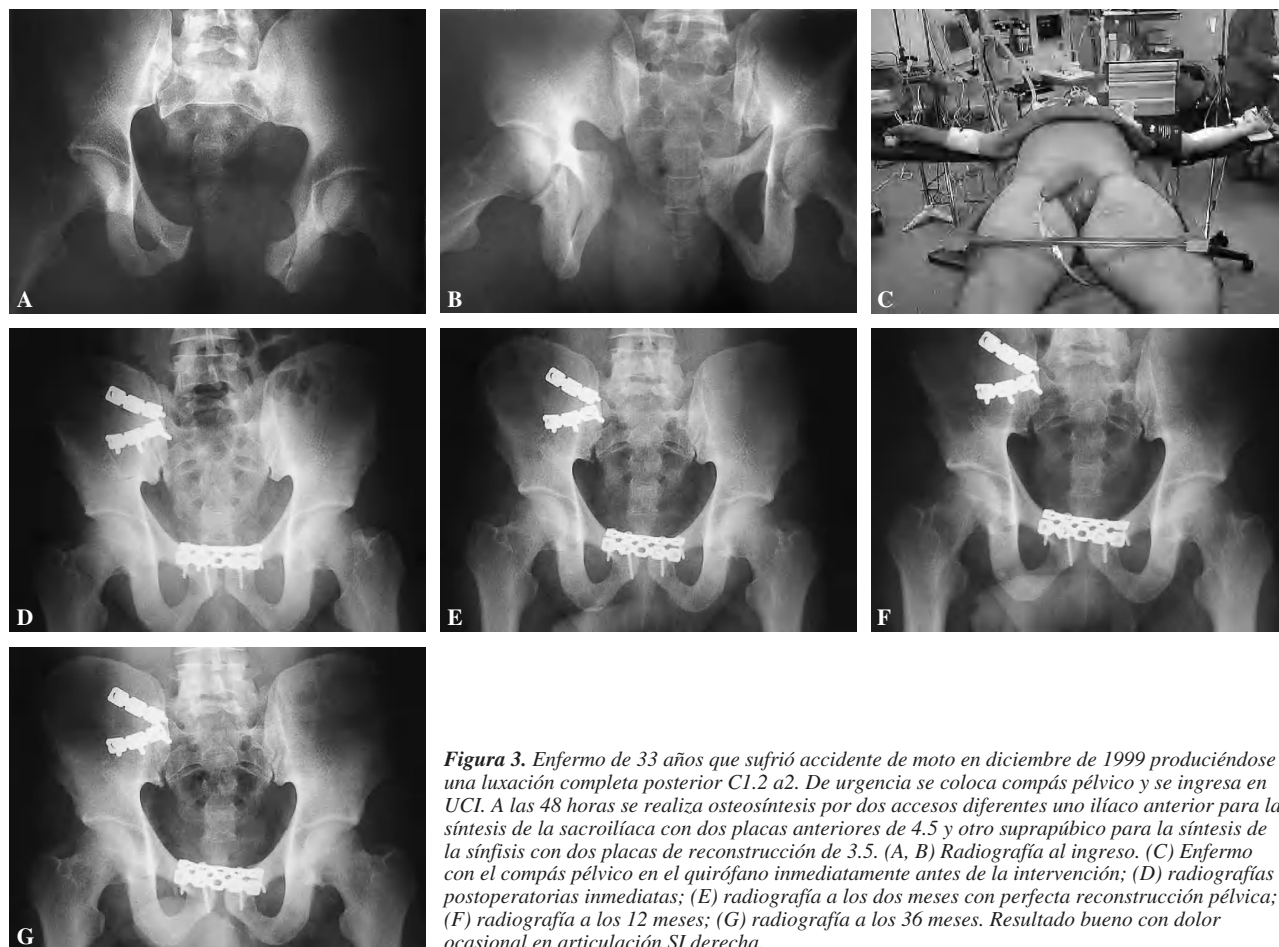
Enfermo de 33 años que sufrió accidente de moto en diciembre de 1999 produciéndose una luxación completa posterior C1.2 a2. De urgencia se coloca compás pélvico y se ingresa en UCI. A las 48 horas se realiza osteosíntesis por dos accesos diferentes uno ilíaco anterior para la síntesis de la sacroiliaca con dos placas anteriores de 4.5 y otro suprapúbico para la síntesis de la sínfisis con dos placas de reconstrucción de 3.5. (A, B) Radiografía al ingreso. (C) Enfermo con el compás pélvico en el quirófano inmediatamente antes de la intervención; (D) radiografías postoperatorias inmediatas; (E) radiografía a los dos meses con perfecta reconstrucción pélvica; (F) radiografía a los 12 meses; (G) radiografía a los 36 meses. Resultado bueno con dolor ocasional en articulación SI derecha.
